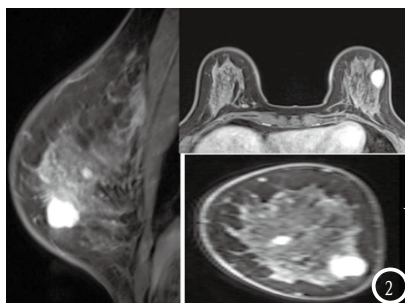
乳腺占位性病变超声造影典型声像图。整体不均匀增强,内部可见蟹足状血管,瘤体周边出现粗大血管。图2 乳腺占位性病变MRI图。出现明显增强,边缘光滑。
